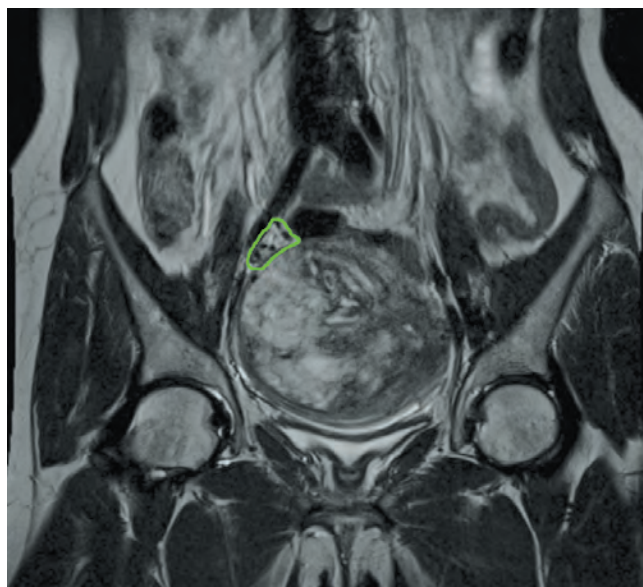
МРТ: T2-ВИ в коронарной плоскости. По периферии образования справа определяются подходящие к нему извитые сосуды (выделены зеленым)
